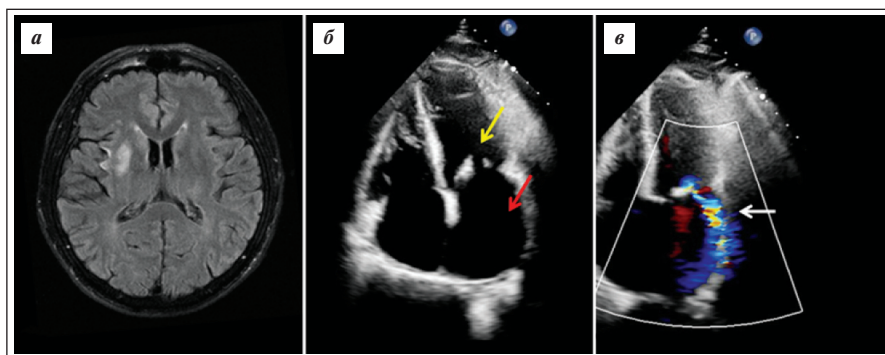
Клинический случай №1. Мужчина 64 лет перенес ИИ в бассейне правой средней мозговой артерии. МРТ FLAIR (а) демонстрирует инфаркт островка (характерен для кардиоэмболии) с подлежащей субкортикальной областью на фоне ФП. По данным трансторакальной эхокардиографии, створки митрального клапана утолщены, уплотнены, частично сжаты по комиссурам, движение ограничено, однонаправленно (б, желтая стрелка), стеноз митрального клапана с площадью открытия 1 см², средним градиентом 11 мм рт. ст. Отмечается дилатация левого предсердия (б, красная стрелка) с индексом объема 48,7 мл/м² и митральная регургитация 2-й степени (в, белая стрелка). Таким образом, пациент имеет тяжелый ревматический митральный стеноз, в качестве антикоагулянтной терапии возможно применение только АВК (варфарин). В последующем пациент прошел кардиохирургическое лечение (имплантация механического протеза), после чего продолжил прием варфарина (целевое МНО 2,5–3,5)²
